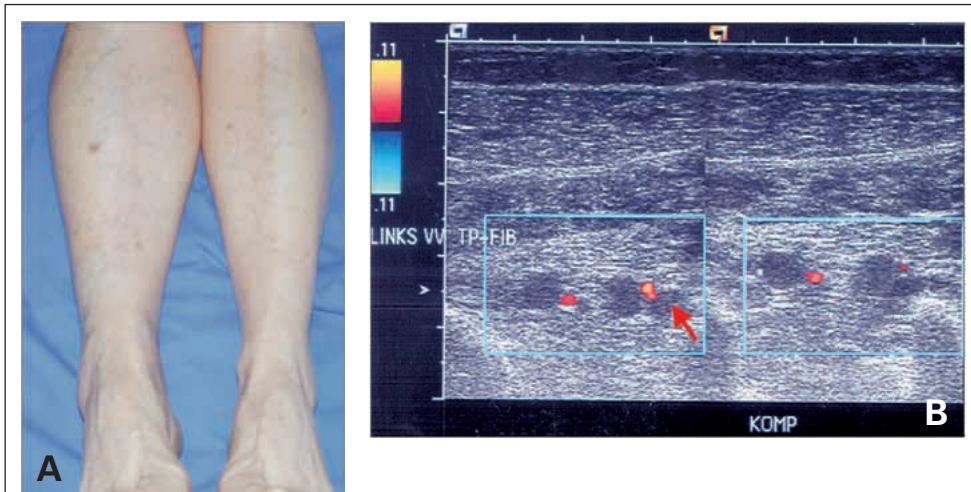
Tiefe Beinvenenthrombose rechts mit deutlicher Schwellung der rechten Wade, geringer Zyanose sowie Sichtbarwerden von Kollateralvenen. B: Farbkodierte Duplexsonographie (gleiche Patientin wie Abbildung 2a) mit fehlender Komprimierbarkeit eines Astes der Vv. tib. posteriores sowie beider Äste der Vv. fibulares.
